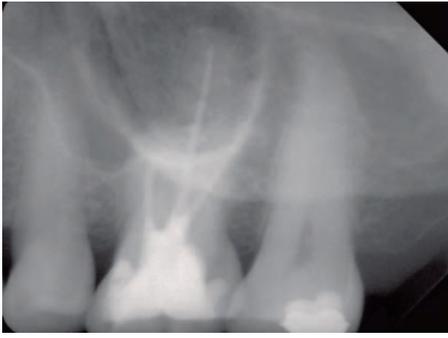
Sidexis-Röntgenaufnahme 26 von 2007
